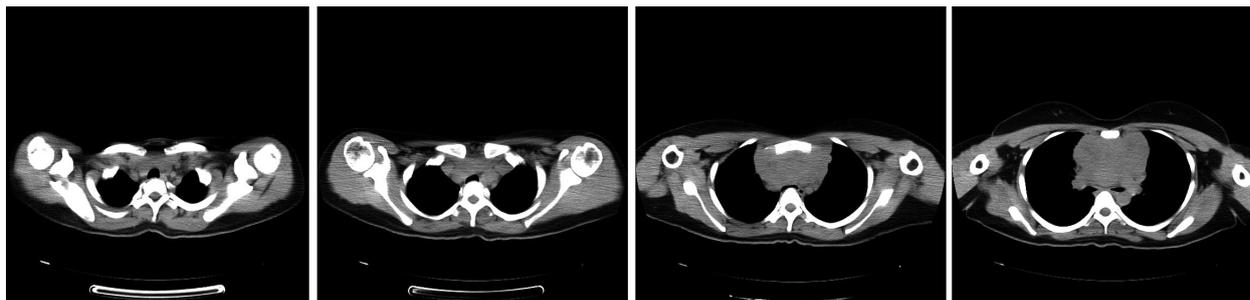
Tomografía cervicotorácica con compresión de la tráquea contra la columna dorsal.
